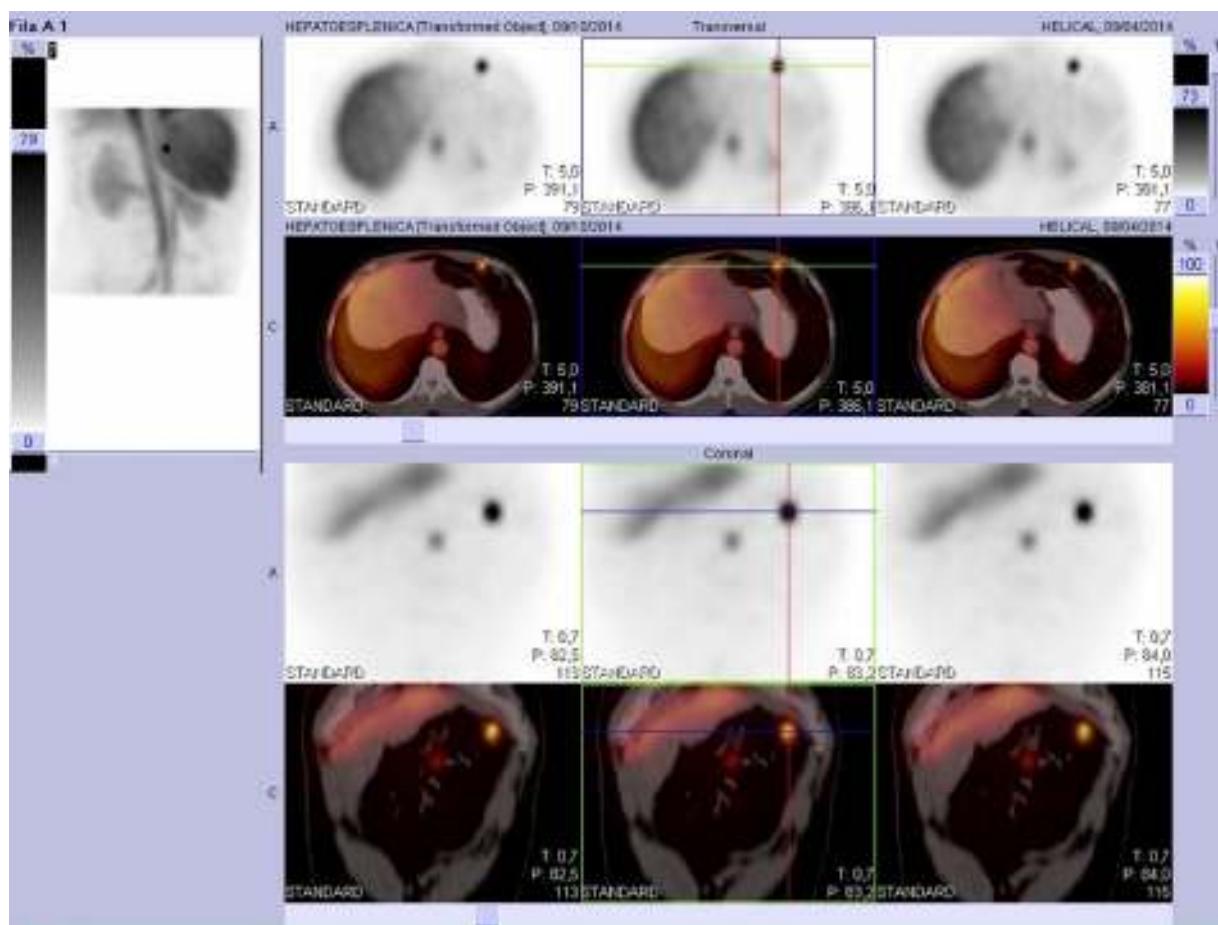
Fusión de imagen SPECT con la TC previa, que permite identificar y correlacionar los implantes esplénicos sin las imágenes nodulares.
